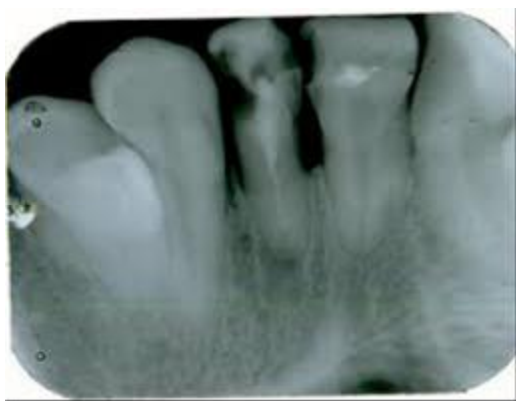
внутриротовая рентгенограмма
